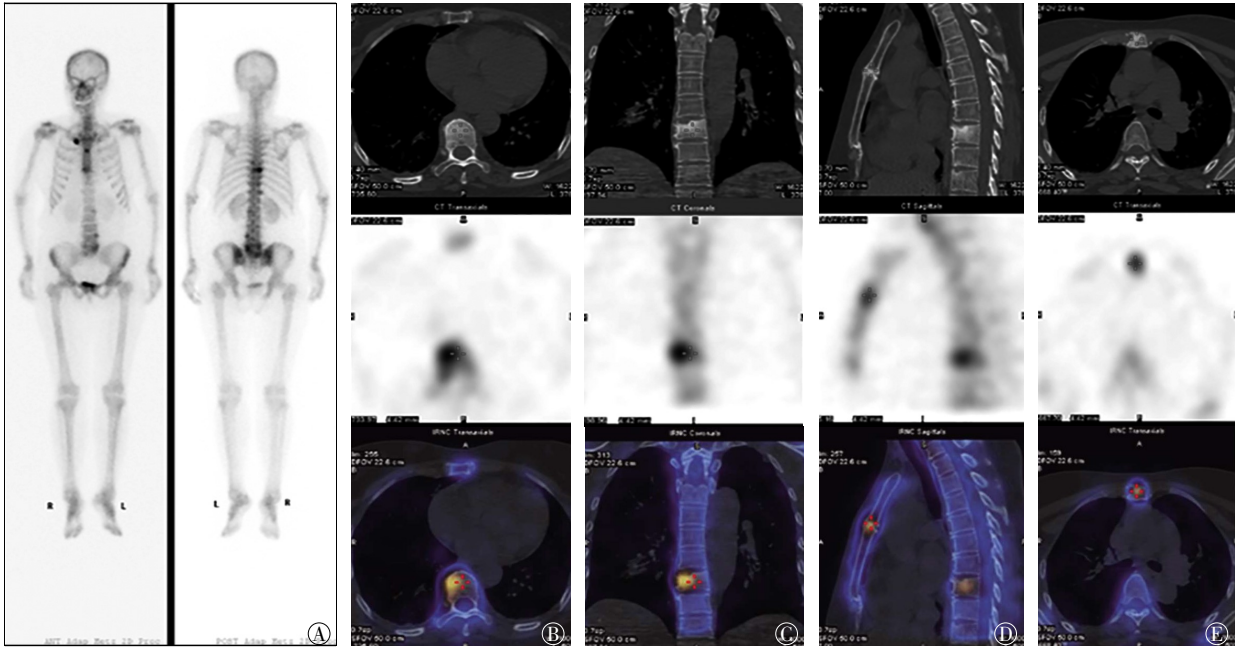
SAPHO 综合征患者 SPECT/CT 图像 患者女性, 56 岁, 图中, A: 全身 SPECT 骨显像图像; B~E: 各图中从上至下依次是 CT、SPECT 和 SPECT/CT 融合图像, 胸骨柄体联合异常放射性摄取浓聚区, CT 见联合关节面破坏, 骨质硬化(B~D), T8 椎体异常放射性摄取浓聚区, CT 见椎体上终板骨破坏, 骨质硬化, 椎体轻度楔形变; SAPHO: 滑膜炎、痤疮、脓疱病、骨肥厚、骨髓炎; SPECT: 单光子发射计算机断层显像术; CT: 计算机断层摄影术。
